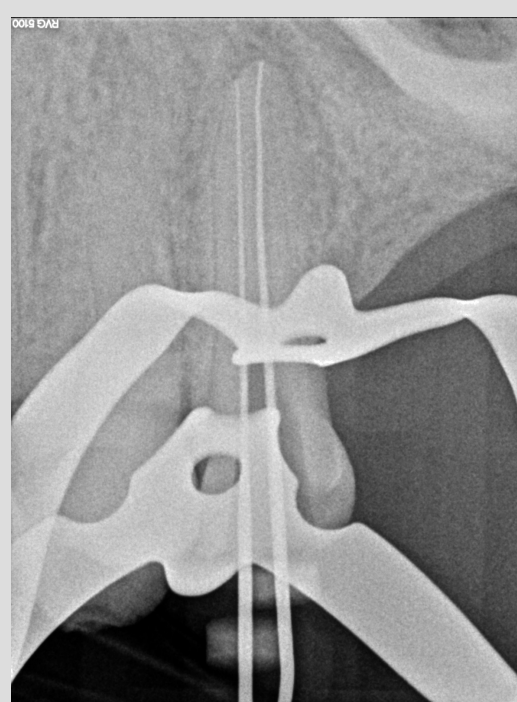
Radiografia periapical de comprimento de trabalho.
